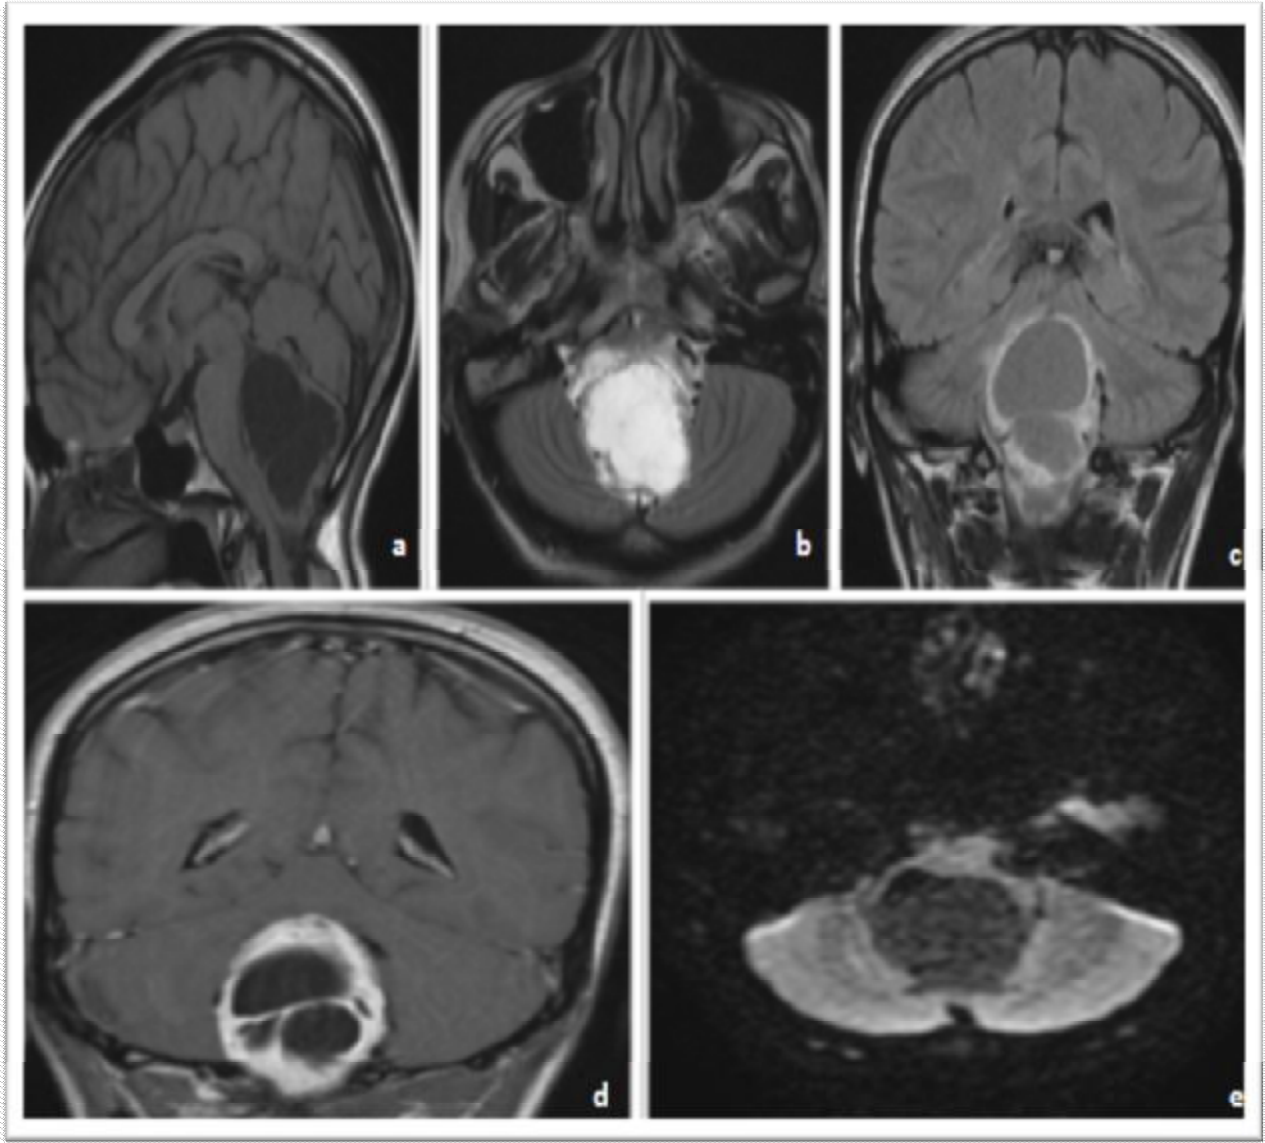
Coupes IRM objectivant un processus kystique intraaxial bien limité se développant au niveau du vermis cérébelleux, apparaissant en hyposignal en pondération T1 (a), FLAIR (c) et en diffusion (e), en hypersignal en T2 (b). Les parois kystiques se rehaussent de façon intense. L'imagerie est évocatrice d'un astrocytome anaplasique. Le diagnostic anatomopathologique a retenu le diagnostic d'hémangioblastome.
